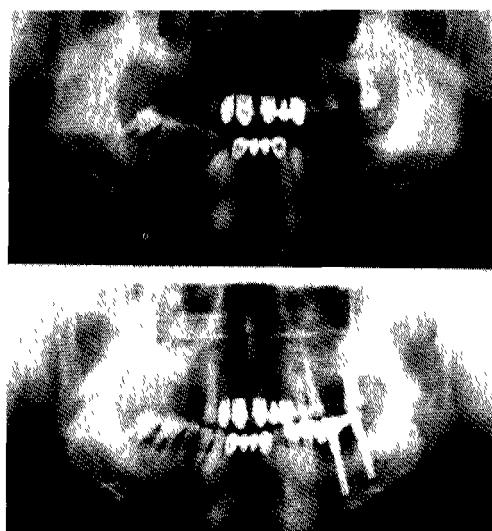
Preoperative and postoperative orthopantomographs of one case of IAN transpositioning with implants installation.
